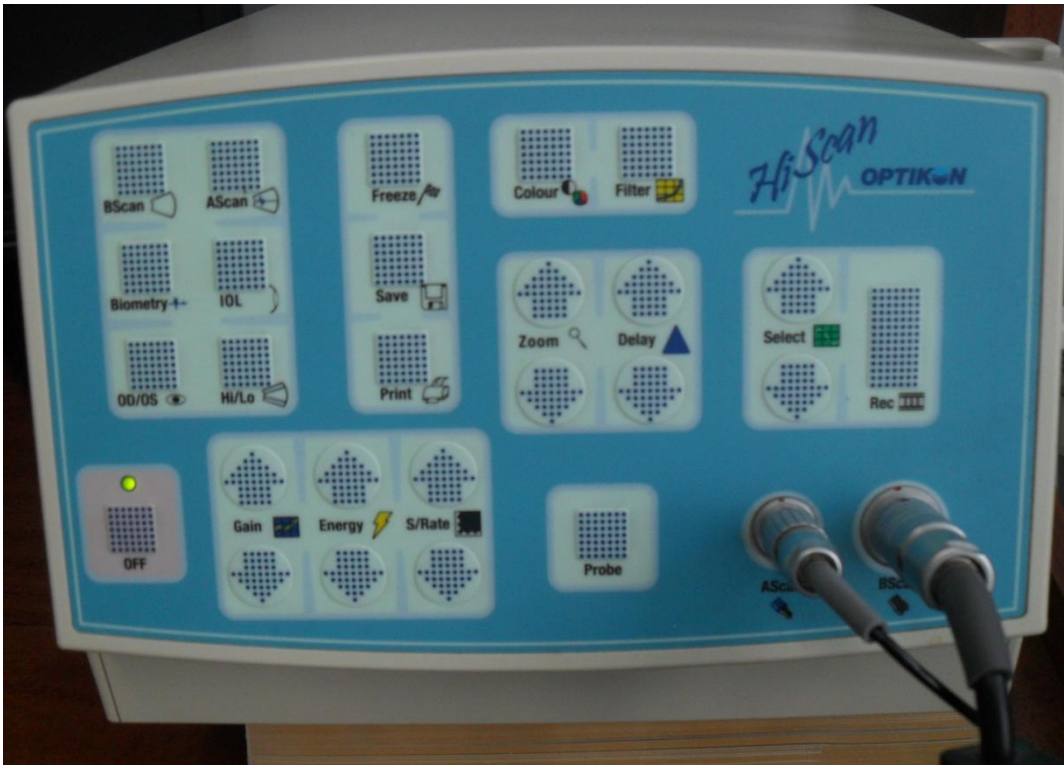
Aparato de ultrasonido HiScan 2000 (Optikon)
